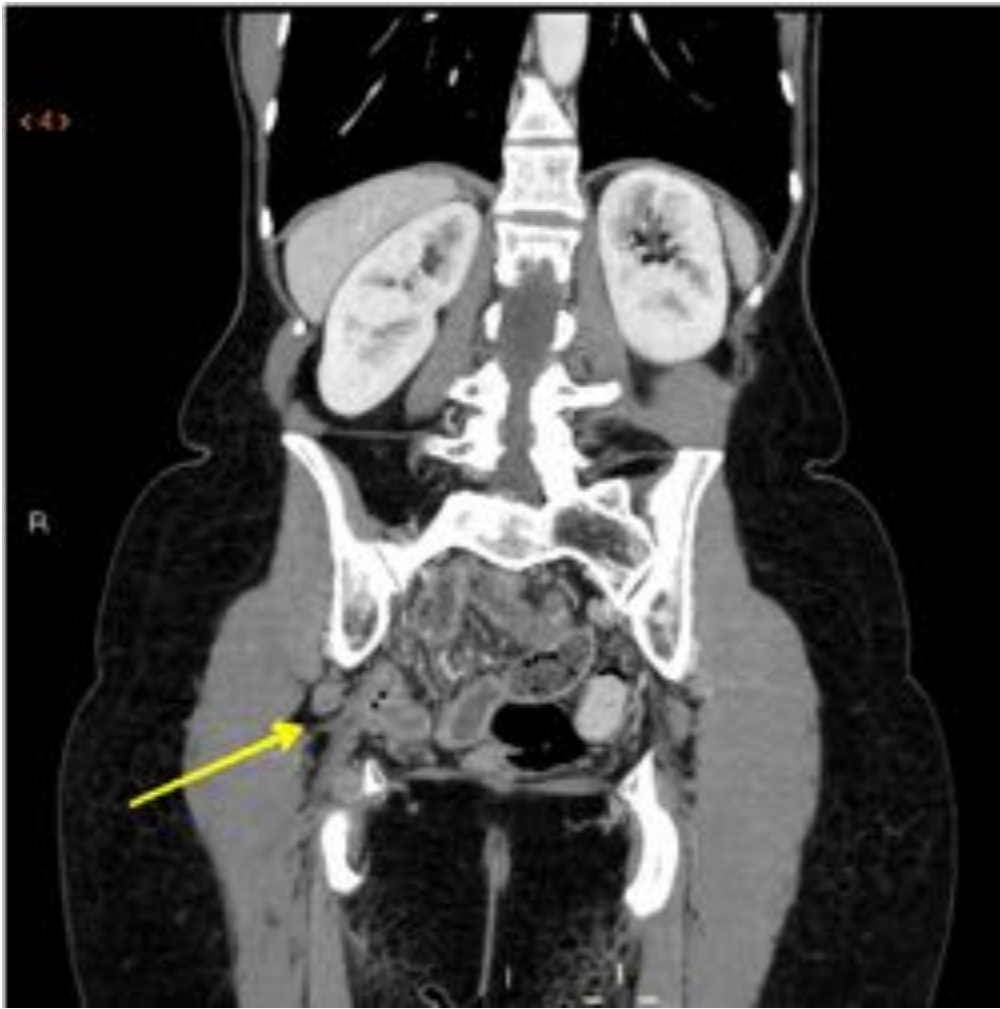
TC coronal con reconstrucción MIP del paciente de la figura 13.
